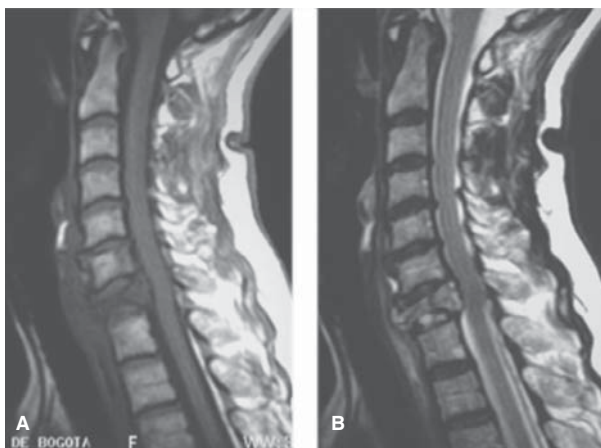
Metástasis de carcinoma de páncreas. RM eco de espín con información T1 A) y T2 B). Fractura patológica del cuerpo vertebral C7 con alteración difusa de su señal y compresión medular.
